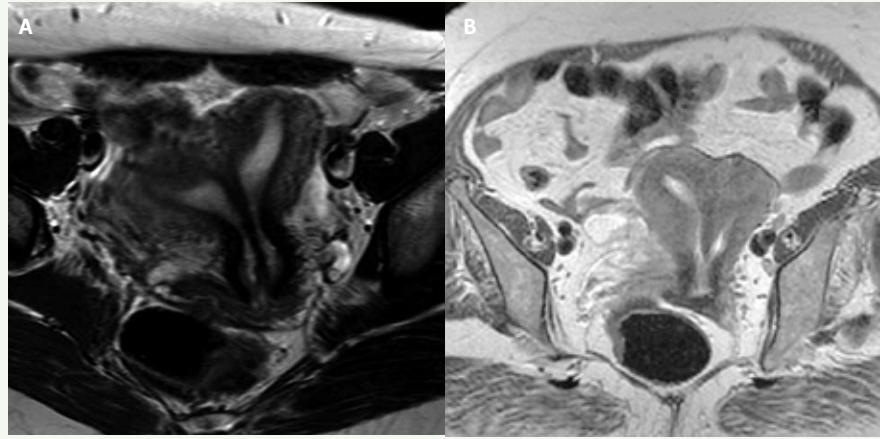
Dos casos de útero septado en RM. A. Con septo predominantemente fibroso, hipointenso en T2 (Bell, Yang, radiopaedia.org) B. Con septo muscular, de intensidad intermedia, similar a la del resto del miometrio.
